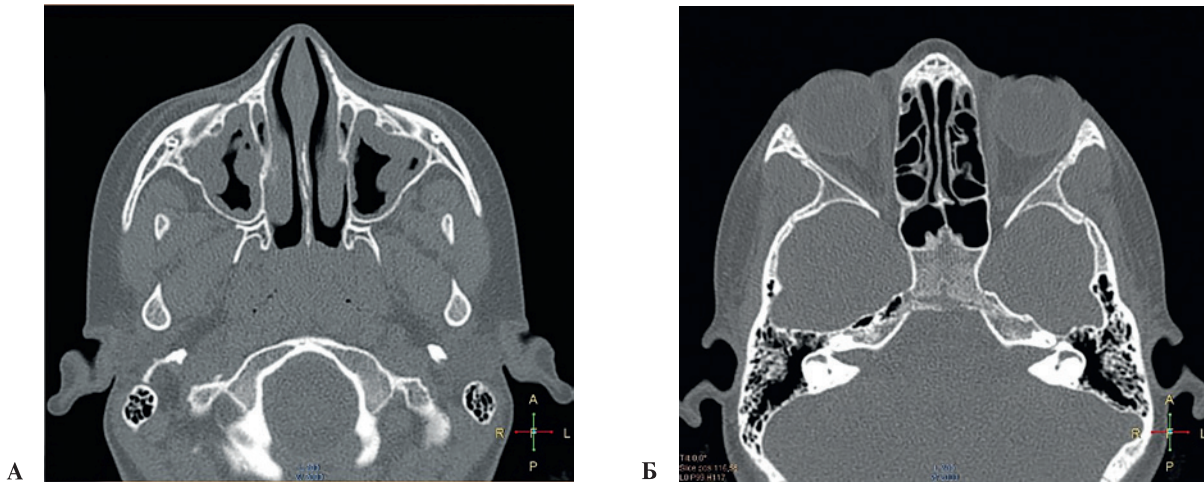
КТ-картина (аксиальная проекция) у пациентки Б.А., 10 лет. Кистозно-полипозное утолщение слизистой оболочки обеих верхнечелюстных пазухи, утолщение слизистой оболочки нижних носовых раковин (А), воздушность клеток решетчатого лабиринта не нарушена (Б). Синоназальные жалобы с 8 лет, SNOT-22=19 баллов (диапазон значений от 0 до 110)
